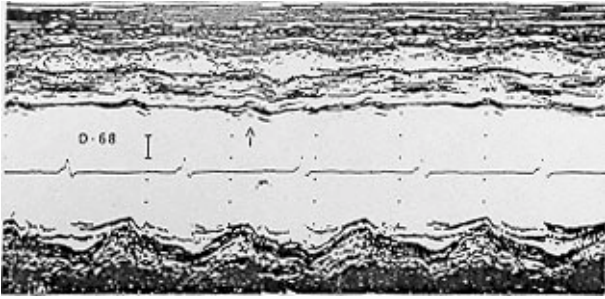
Ecocardiogramas seriados para avaliação evolutiva do caso. 25. Observar a nítida redução de D no pós-operatório e o aparecimento de movimento sistólico paradoxal do septo (seta). 6 A - pré-operatório; 6B - pós-operatório (1 mês).
